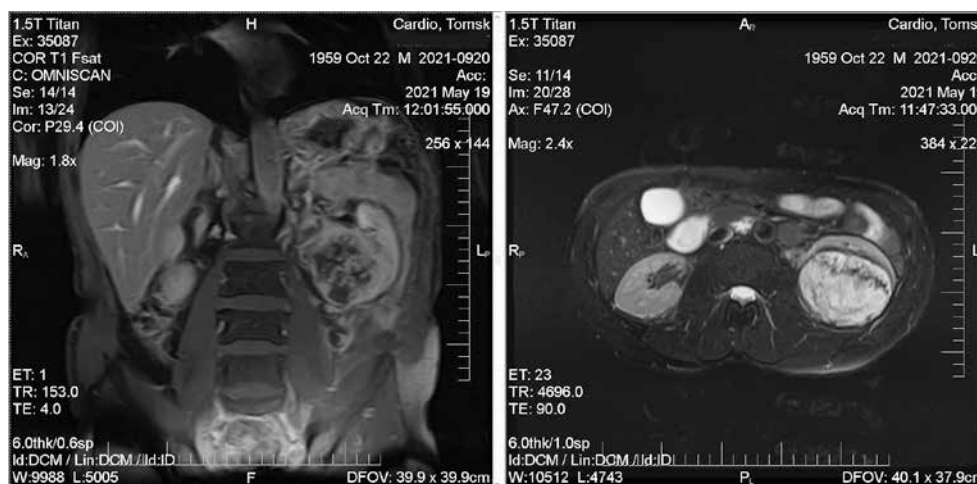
Магнитно-резонансная томография забрюшинного пространства (май 2021 г.)
